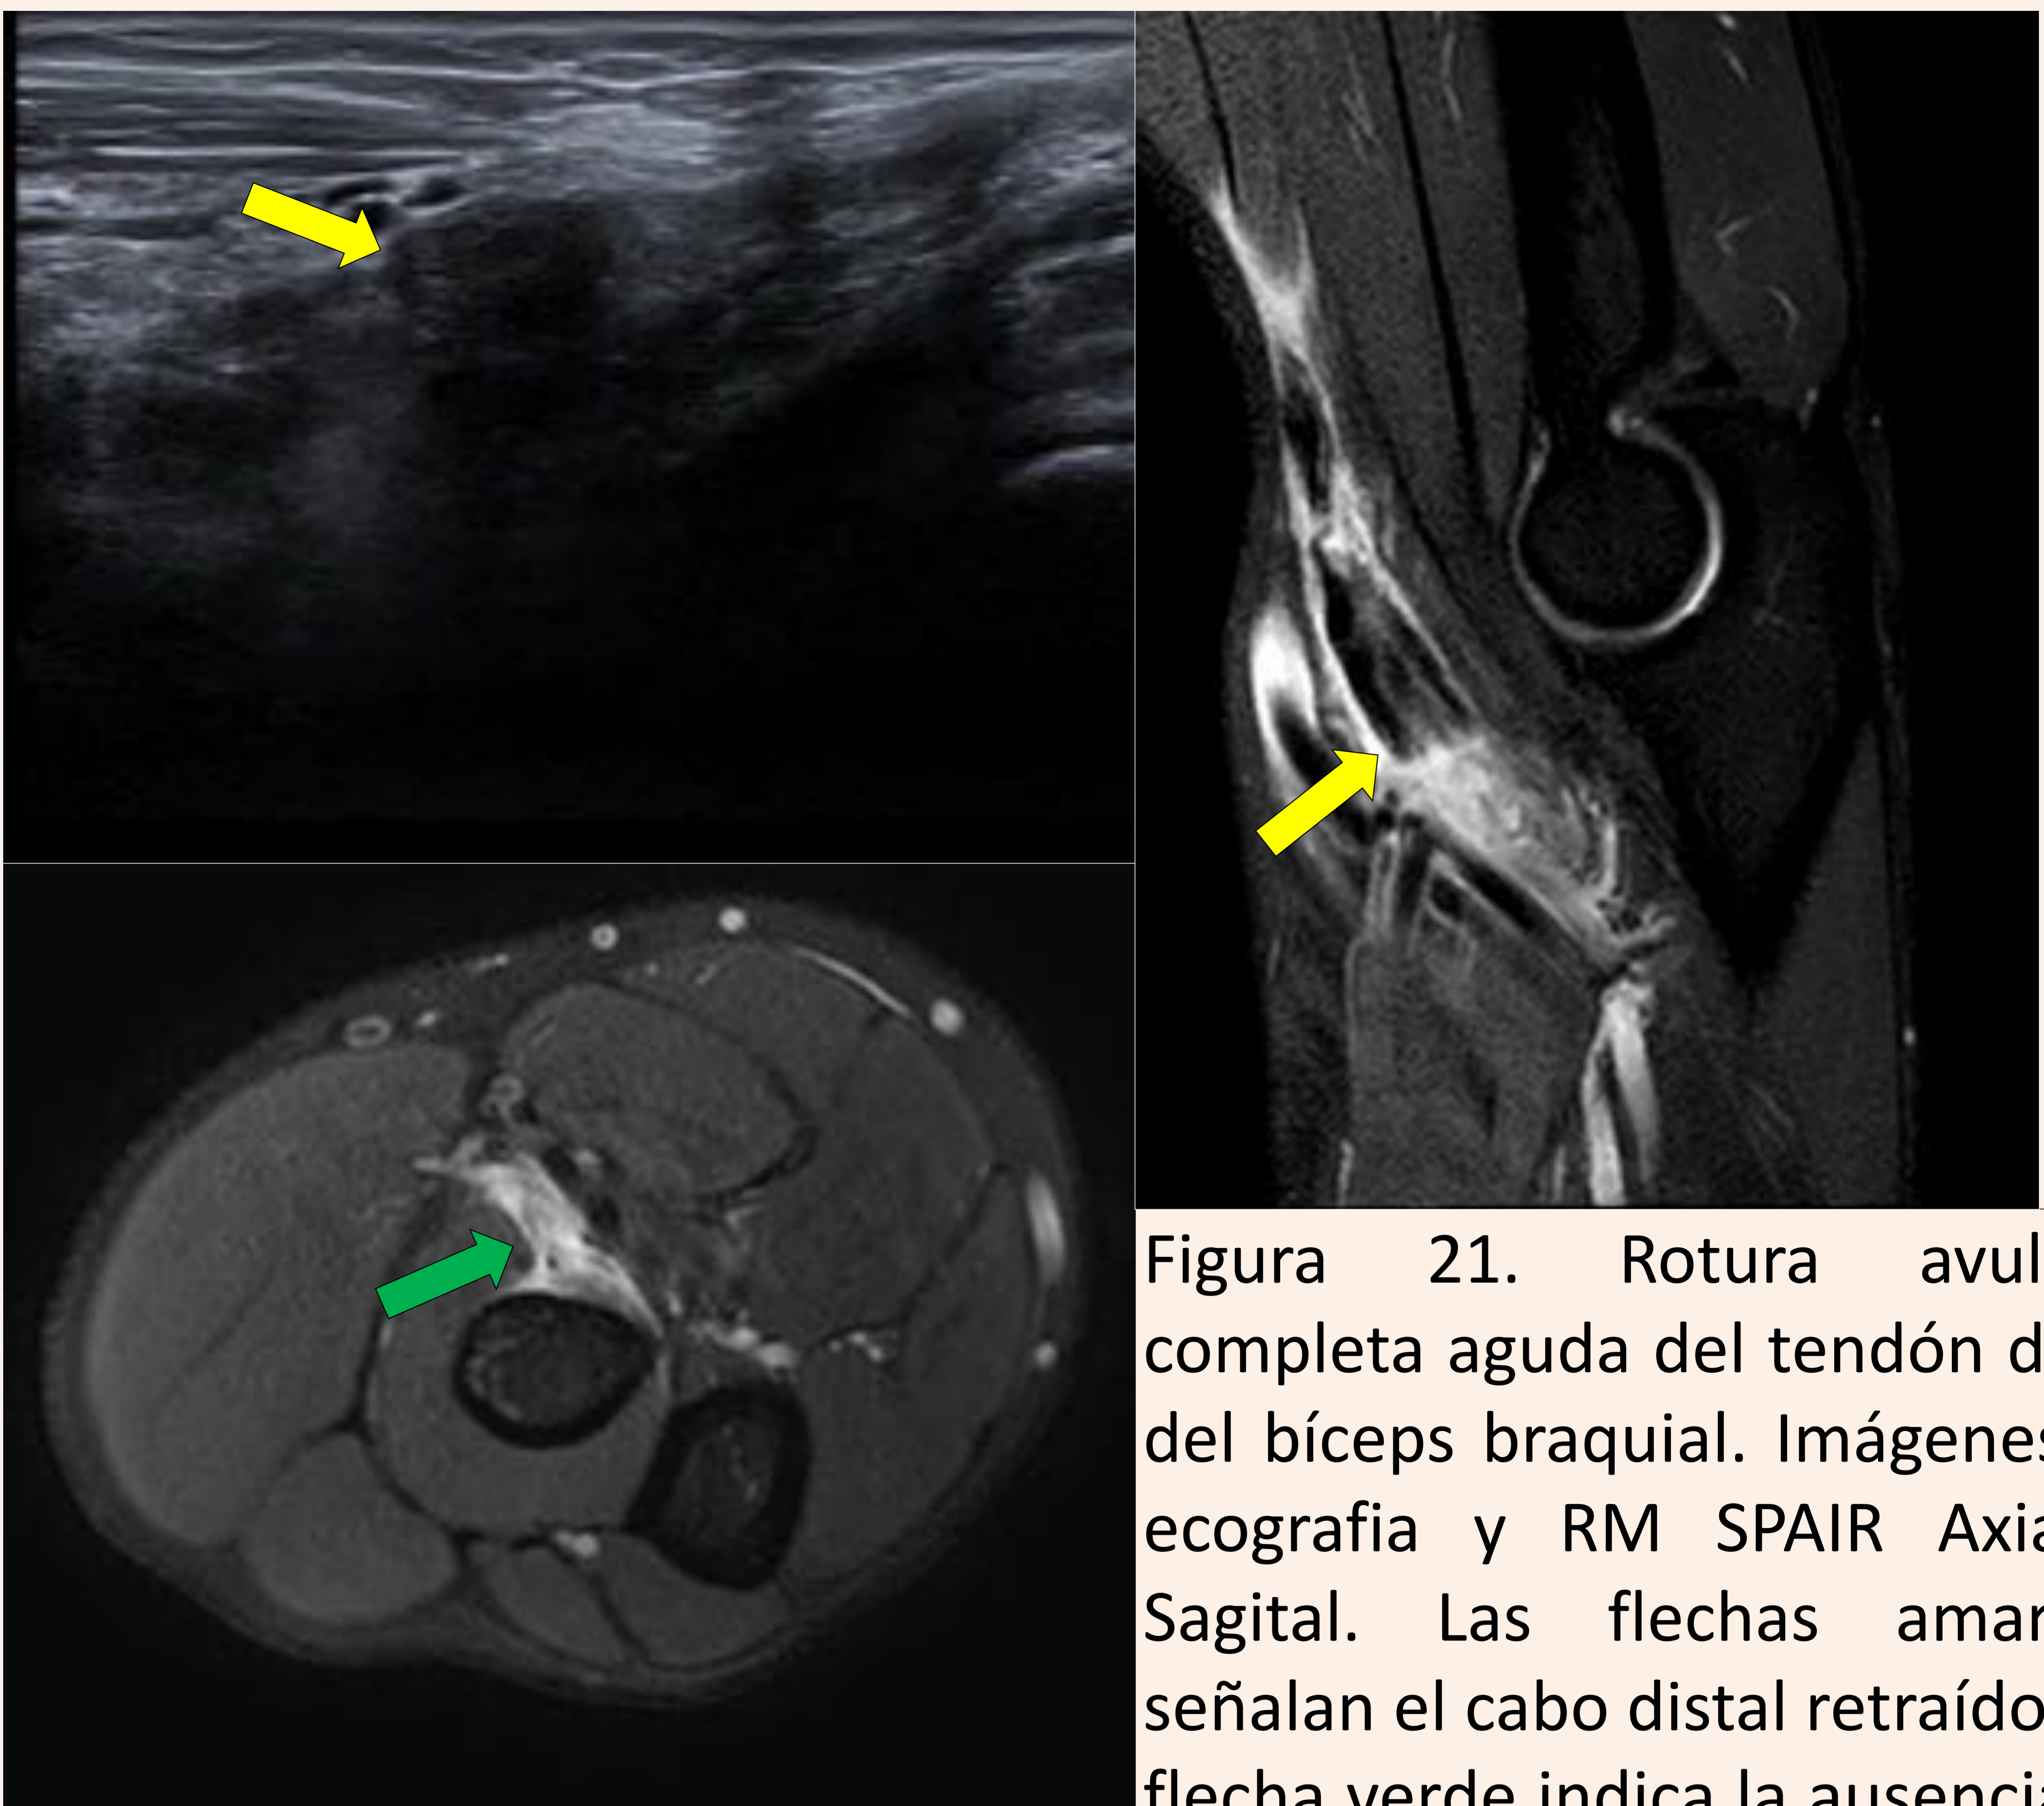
Rotura avulsión completa aguda del tendón distal del bíceps braquial. Imágenes de ecografía y RM SPAIR Axial y Sagital. Las flechas amarillas señalan el cabo distal retraído y la flecha verde indica la ausencia de tendón en la región de inserción.
